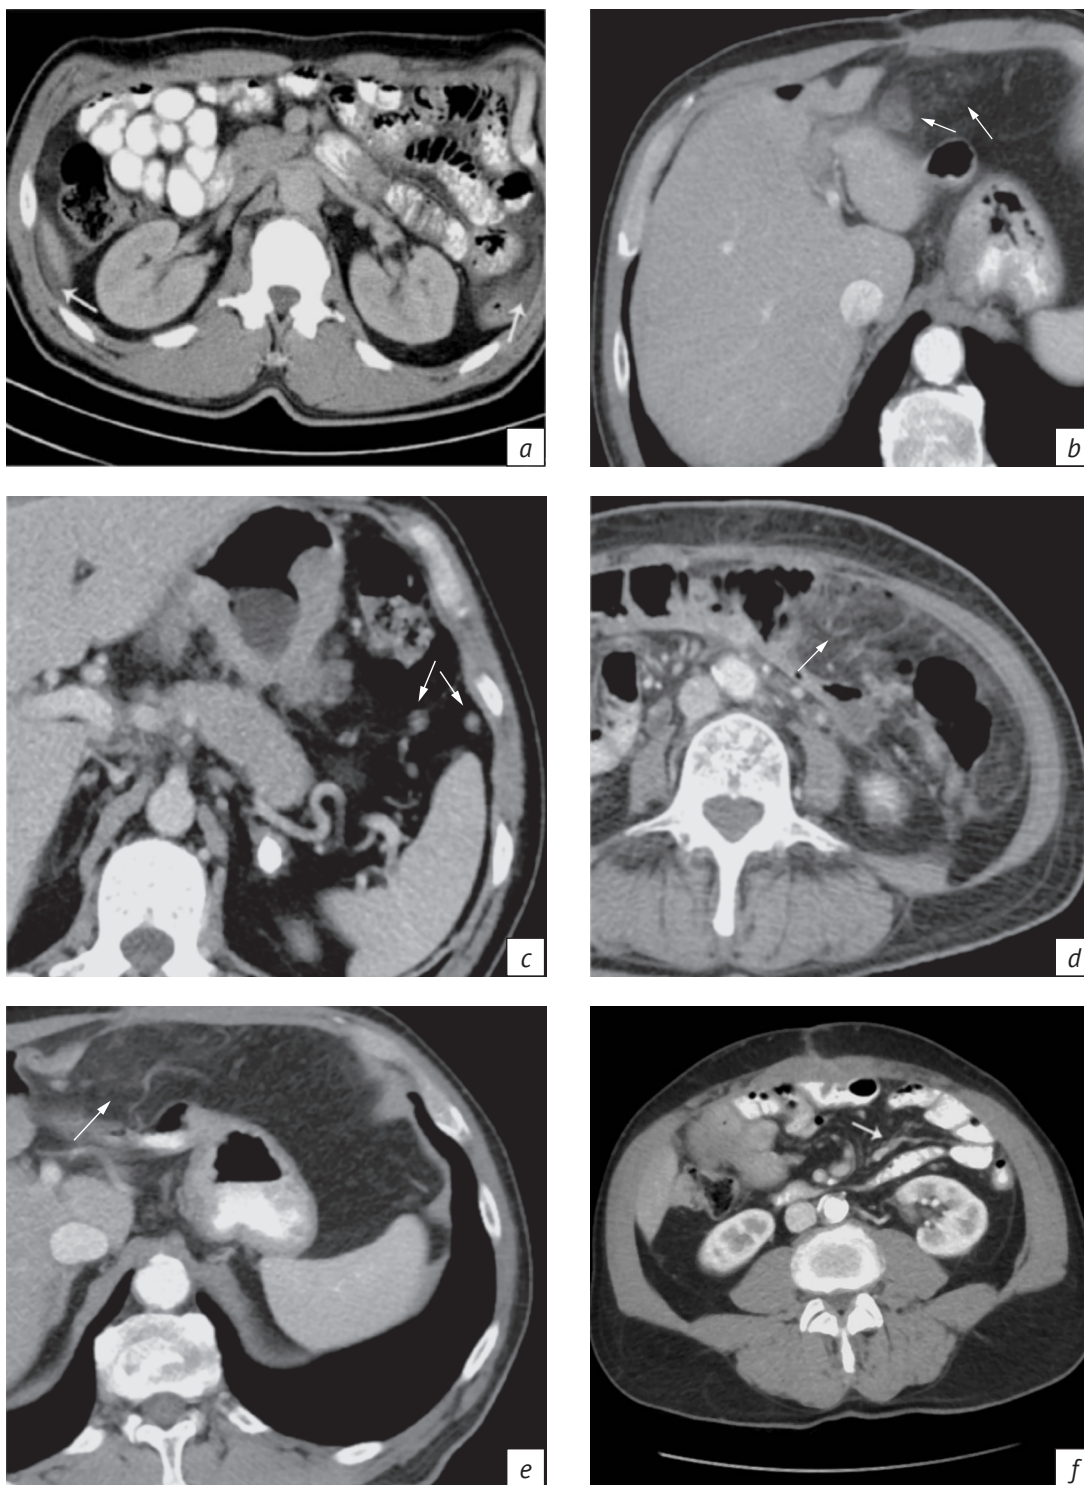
КТ-признаки канцероматоза брюшины у больных раком желудка:
